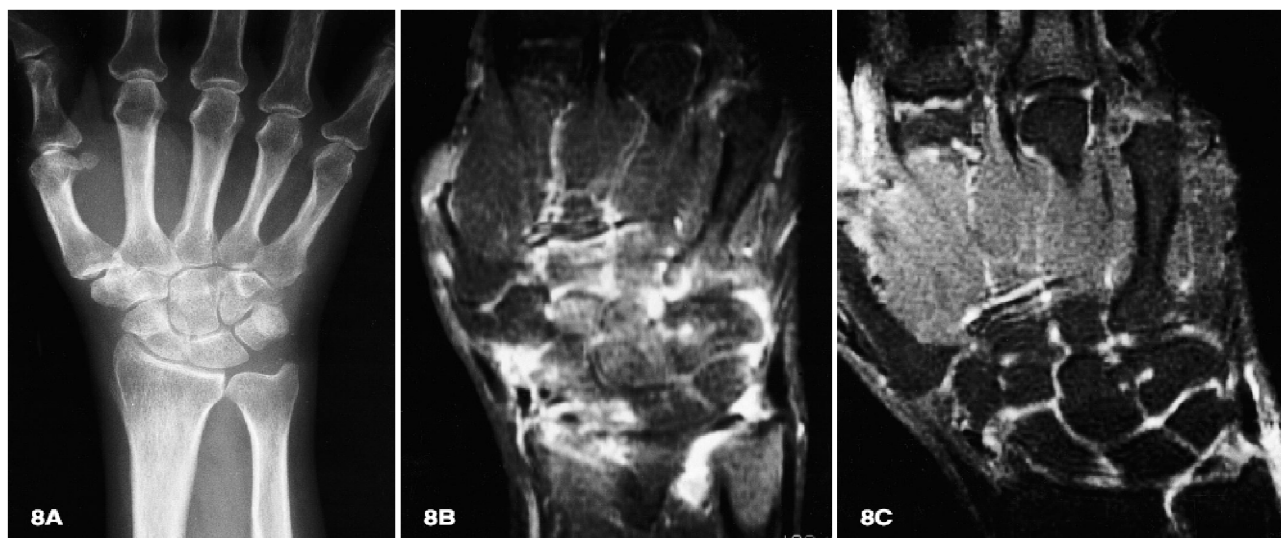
А – пациентка А., 46 лет, рентгенограмма кисти, умеренный периартикулярный остеопороз; Б – МРТ T1 с контрастным усилением, выраженное накопление контрастного вещества разрастаниями синови и участками костного мозга; В – МРТ T1 с контрастным усилением спустя 12 мес., значительно меньшая выраженность активности пролиферативных изменений, мелкие сформированные эрозии в зонах прикрепления связок, умеренный теносиновит сухожилия ext. carpi ulnaris
